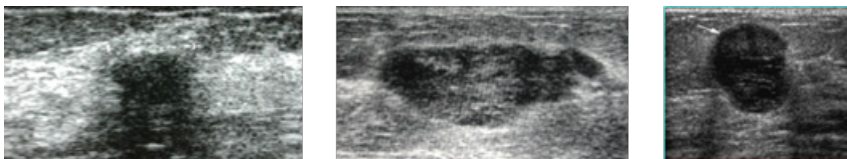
Aspects échographiques atypiques de fibroadénomes
